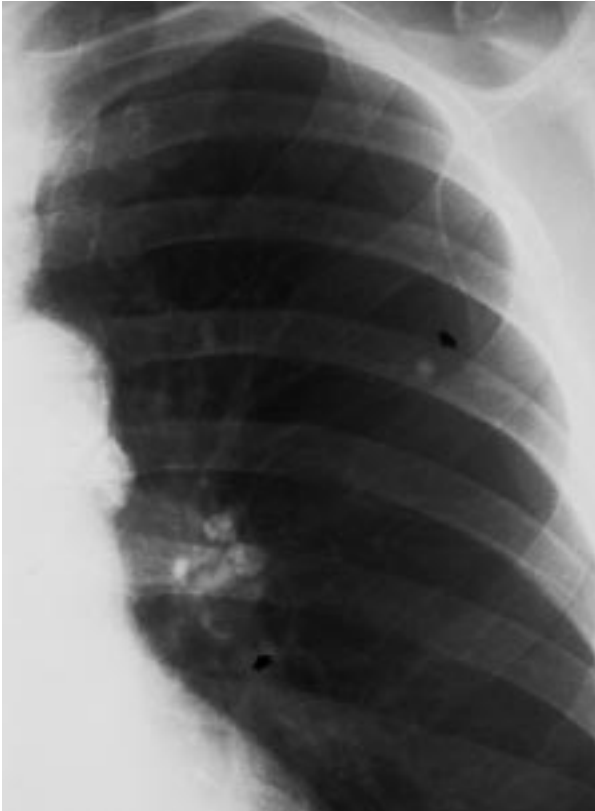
Tuberculosis pulmonar primaria calcificada (complejo de Ranke). Una radiografía posteroanterior revela un pequeño granuloma pulmonar calcificado (lesión de Ghon), asociado a adenopatías hiliares calcificadas.
